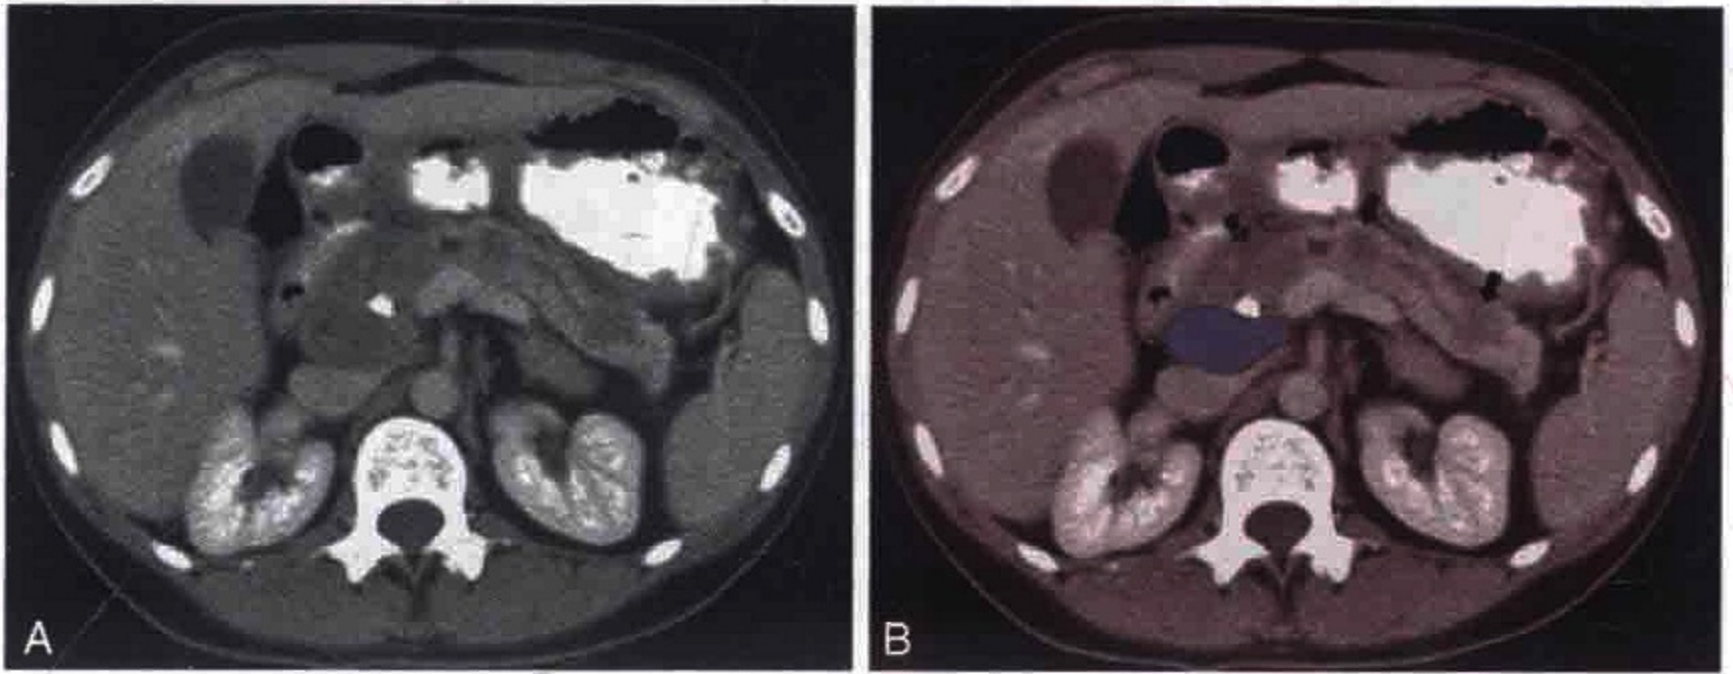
横轴位 CT 扫描显示一位胰腺多发转移性肉瘤 (箭头) 患者合并胰十二指肠上淋巴结转移 (蓝色)
